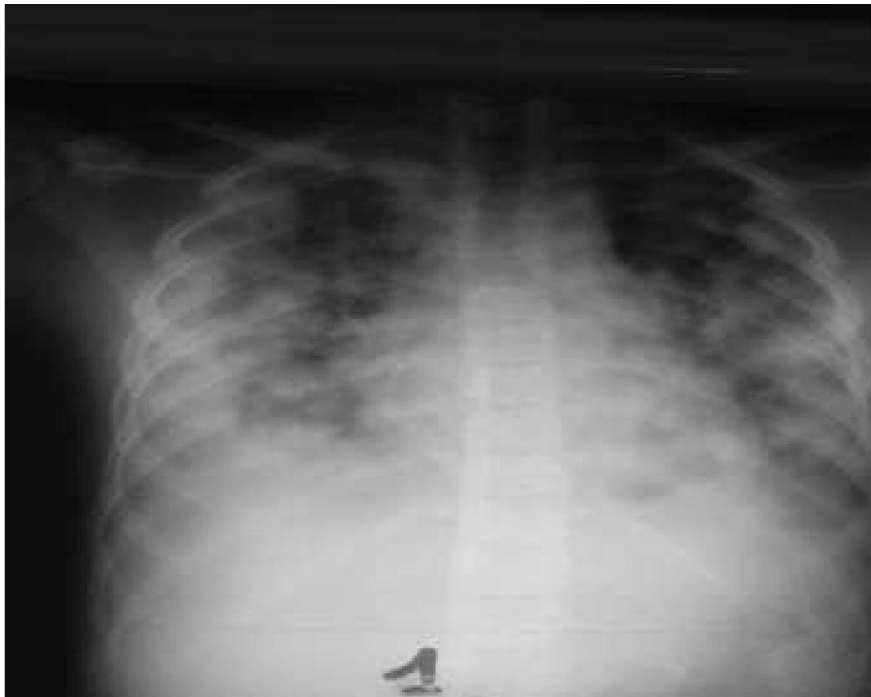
Radiographie thoracique : pneumopathie bilatérale[65]
